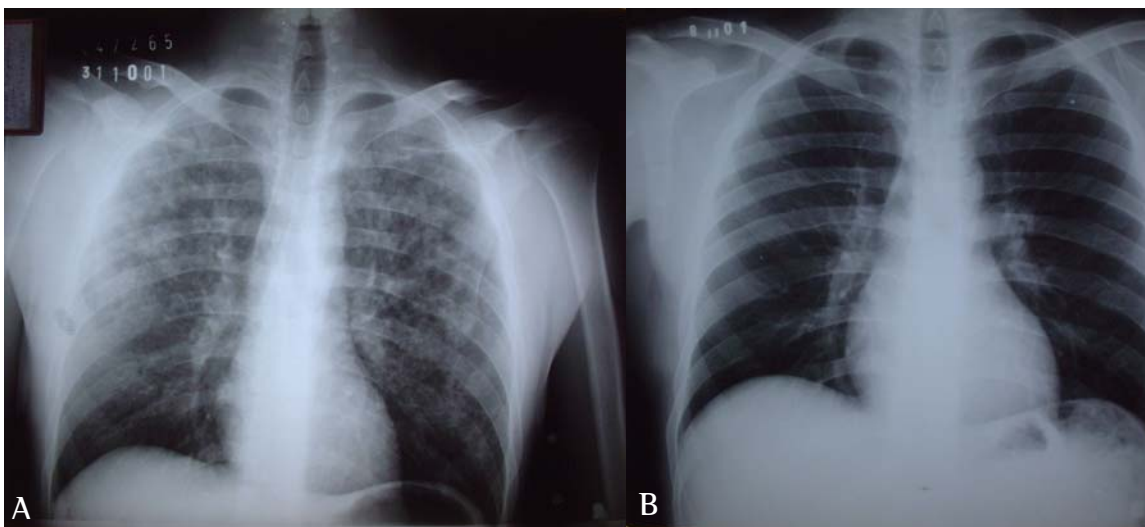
Caso 2: A) Radiografia de tórax em pósterio-anterior: infiltrado interstício-alveolar bilateral. B) Radiografia de tórax em pósterio-anterior, oito dias após a exposição: aspecto normal.
